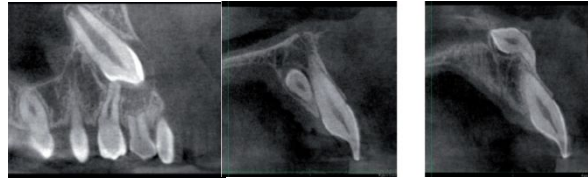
Dent incluse au CBCT et dent surnuméraire
